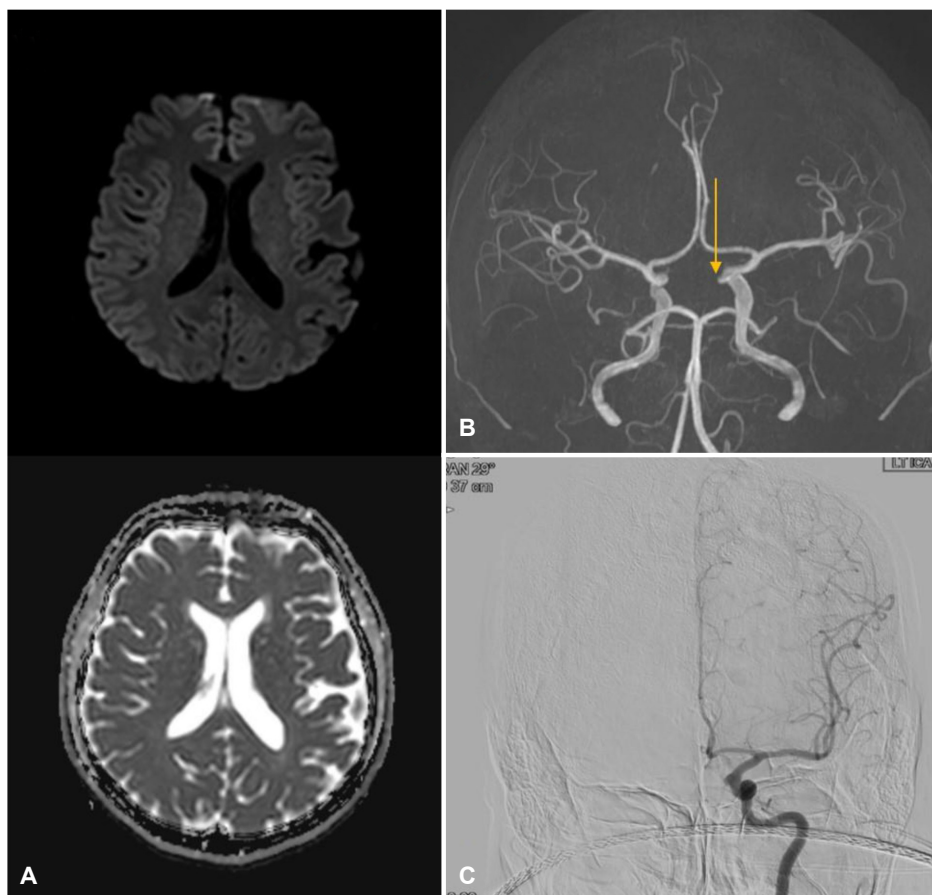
No signal change on diffusion-weighted image and apparent diffusion coefficient image (A). A saccular aneurysm (arrow) in the paraclinoid segment of the left internal carotid artery in time of flight magnetic resonance angiography (B) and cerebral angiography (C).
